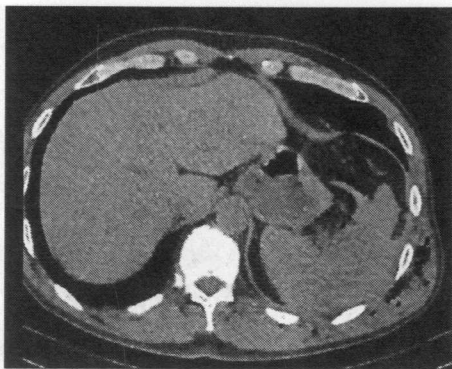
CT. Parenchim lienal neomogen (hematom masiv), contur dereglat, lichid paralienal, subfrenic stâng și parahepatic
